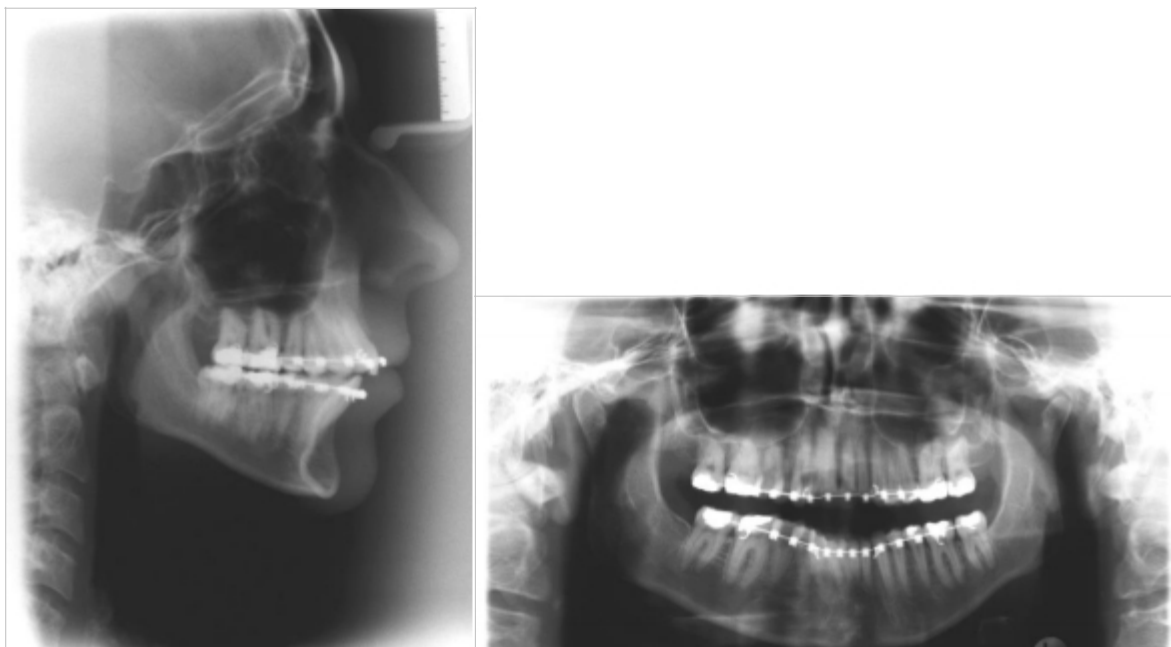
Zwischenbefund: Fernröntgenseitenbild und Orthopantomogramm.
